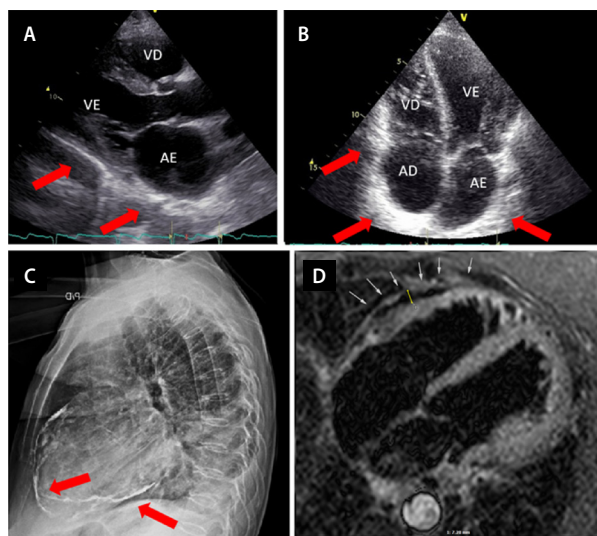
Ecocardiograma transtorácico em janela paraesternal eixo longo revelando espessamento pericárdico importante (seta vermelha) em paciente com pericardite constrictiva. B Ecocardiograma transtorácico em janela apical quatro câmaras revelando espessamento pericárdico importante (seta vermelha) em paciente com pericardite constrictiva. C Radiografia de tórax em perfil evidenciando espessamento pericárdico (setas vermelhas). D Ressonância cardíaca revelando espessamento pericárdico importante (setas brancas) em paciente com pericardite constrictiva, com pericárdio medindo 7 mm (linha amarela). VE Ventrículo Esquerdo; VD Ventrículo Direito; AE Átrio Esquerdo; AD Átrio Direito; (Fonte: Setor de Imagem Cardiovascular do Instituto do Coração juntamente com a Unidade de Miocardiopatias).
